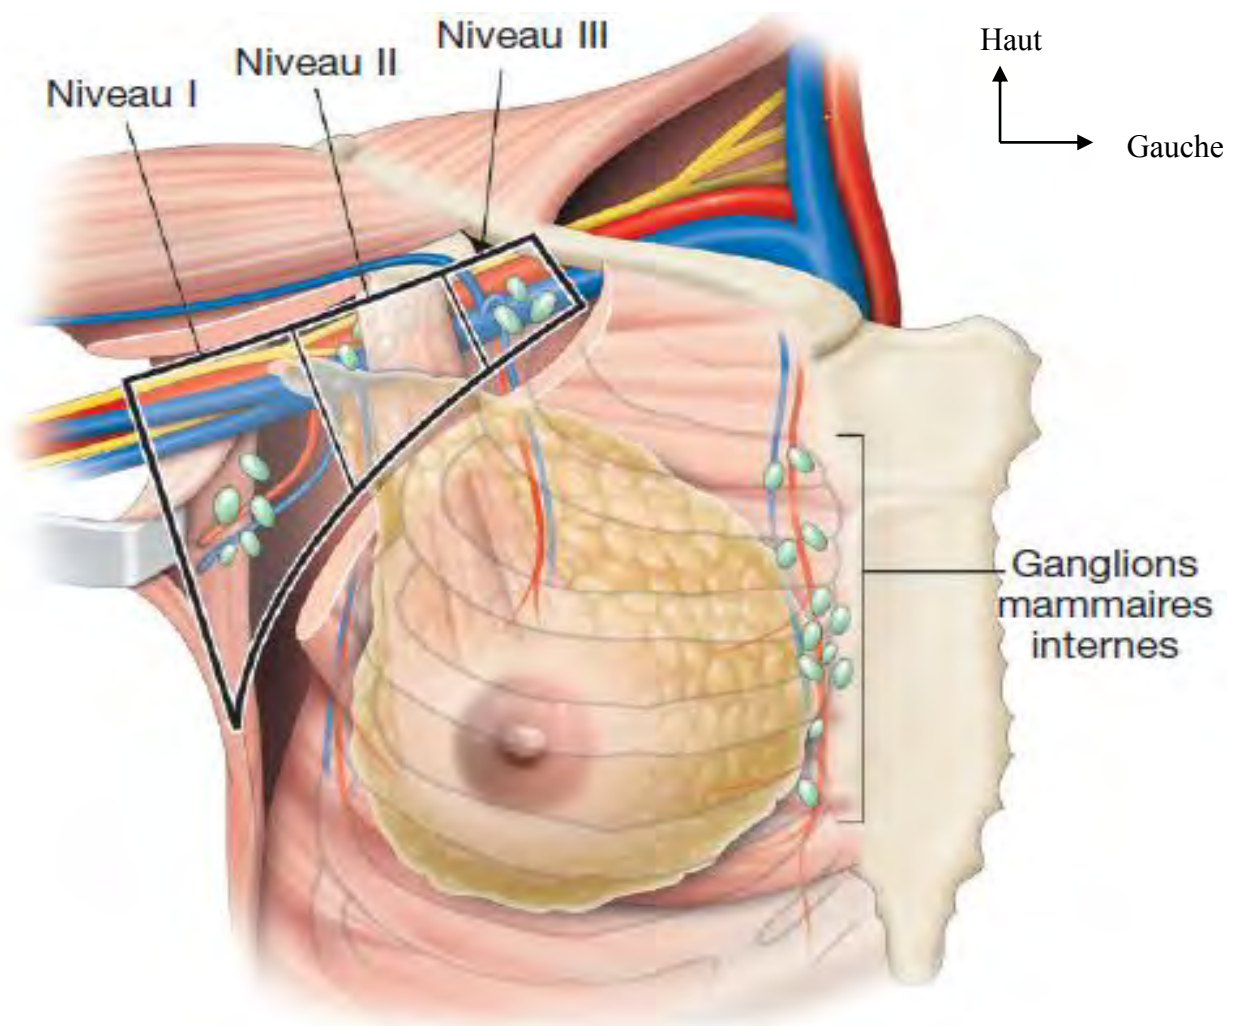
Trois étages ganglionnaires de Berg et les ganglions mammaires internes (chaîne parasternale) [21].
